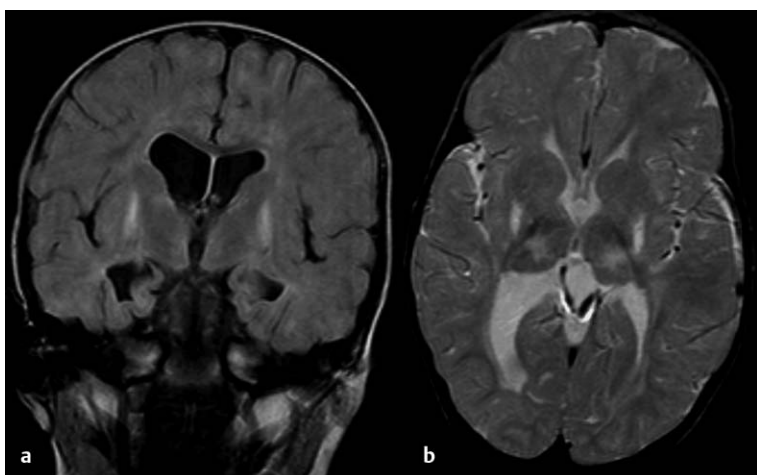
MRT bei Basalganglien-betonter Hirnschädigung eines ehemaligen Reifgeborenen mit perinataler Asphyxie. Nabelschnurblut-pH 6,6; Apgar-Werte 5 und 10 Minuten nach Geburt 5 und 7. Epileptische Neugeborenenanfälle. Im Alter von 3,5 Jahren schwere spastisch-dystone Bewegungsstörung, große Bewegungsunruhe, kein freies Sitzen. Sprachverständnis nur leicht retardiert. Diese und vergleichbare Veränderungen wurden auch von Rutherford et al. (2006) beschrieben.
